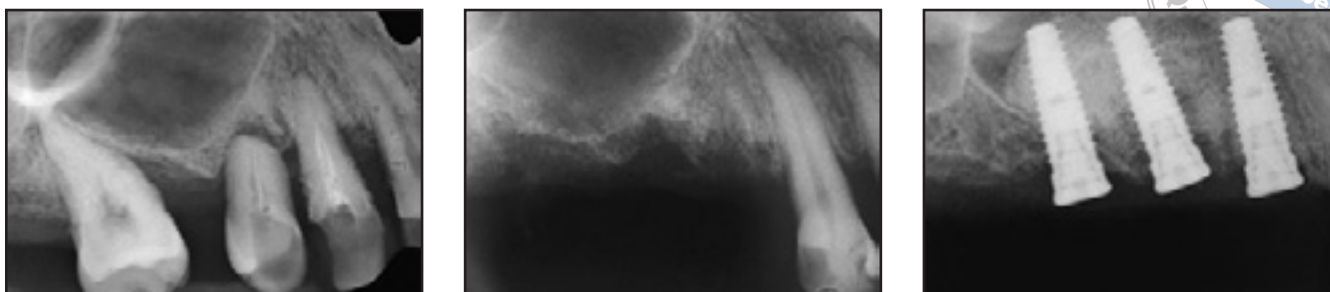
Röntgenbilder eines Kontrollbereichs (links) vor der Zahnextraktion und (Mitte) nach 6 Monaten Heilung. Nach einem Sinuslift wurden Implantate inseriert (rechts).
